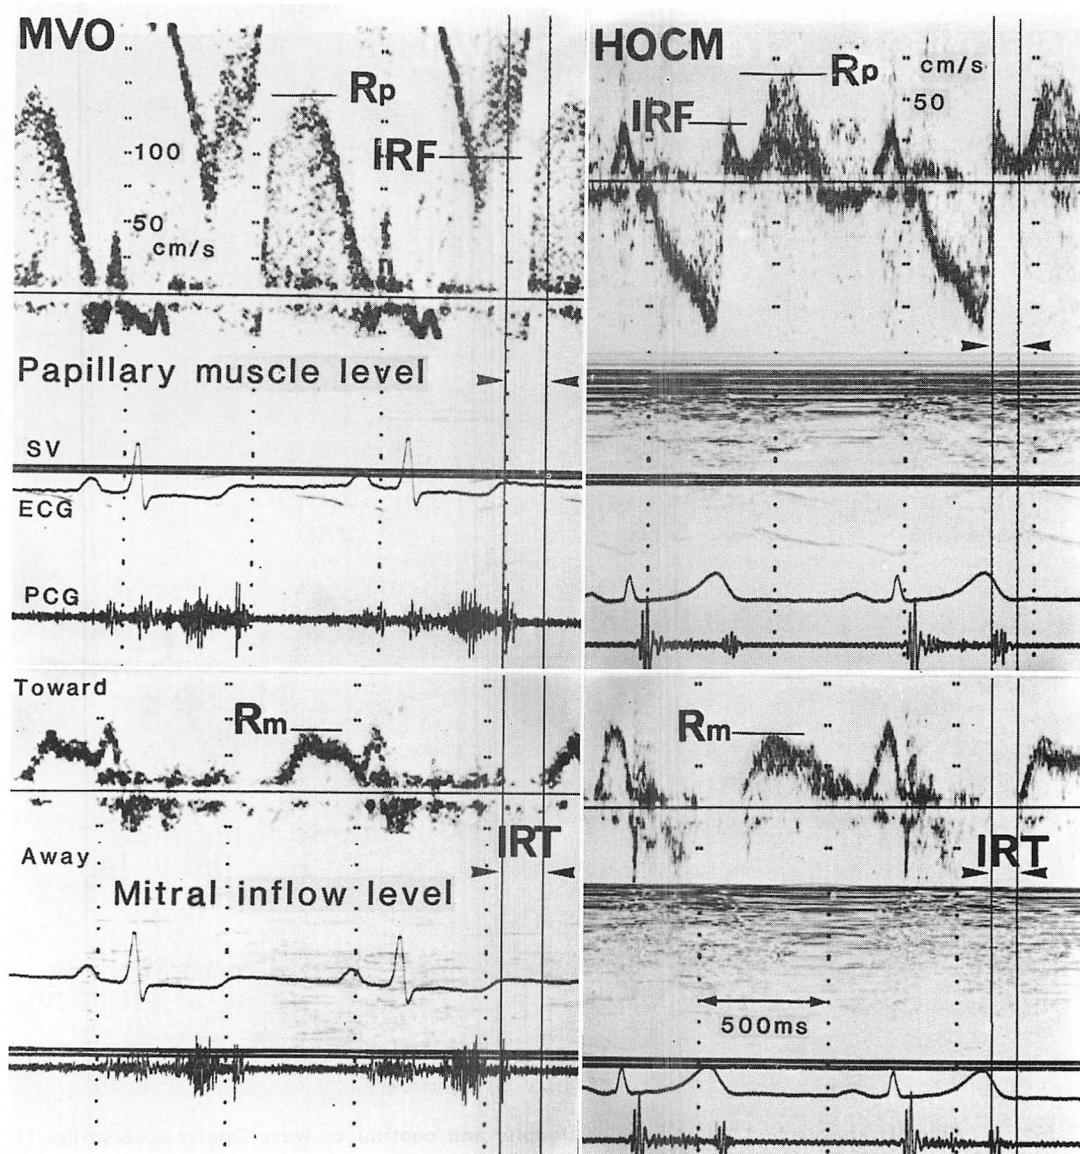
Pulsed Doppler patterns at the papillary muscle and mitral valve levels obtained from the apical approach.
